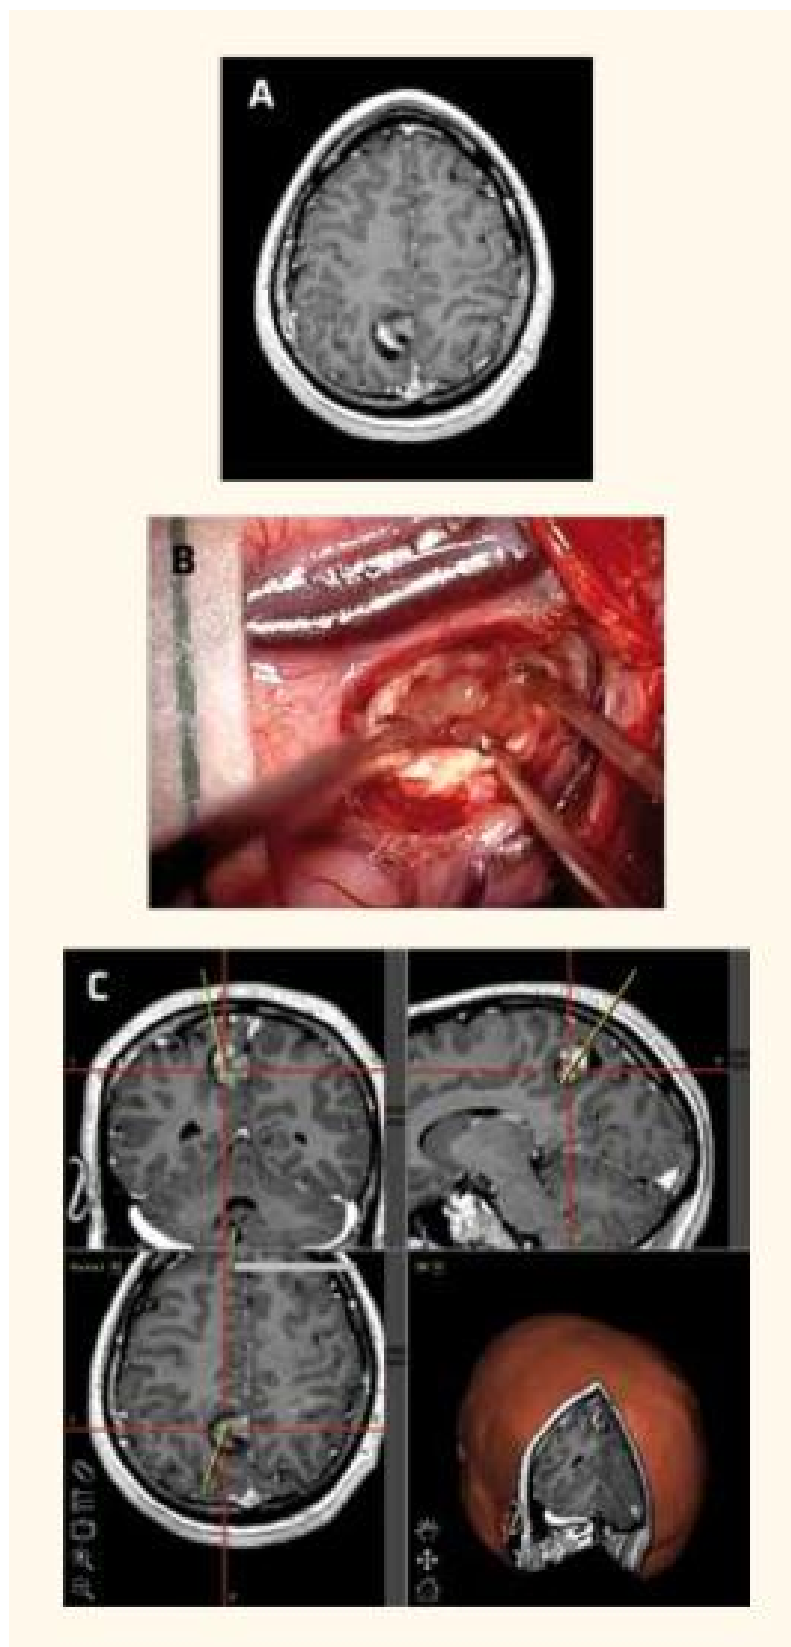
Résection en région fonctionnelle. Gangliogliome pariétal interne gauche chez un homme de 19 ans. IRM préopératoire (A); lésionectomie (B) guidée par la neuronavigation (C). [F15]
